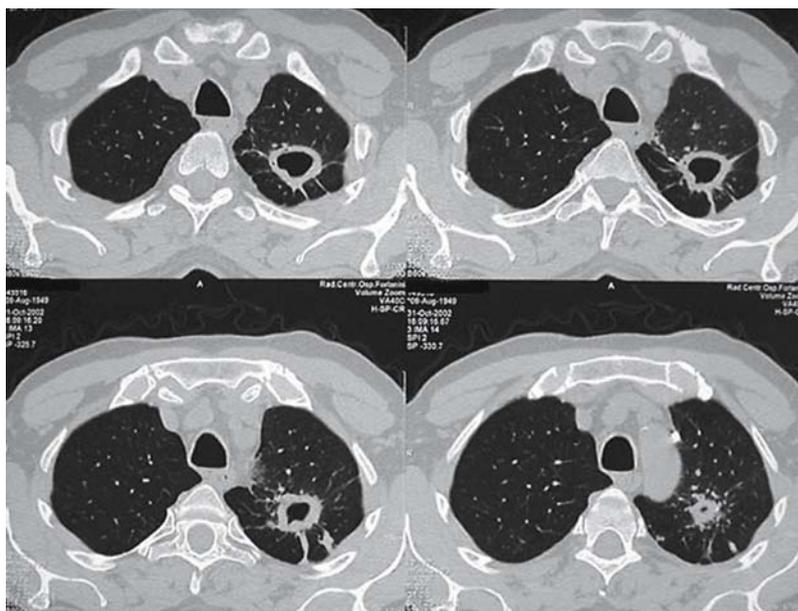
HRCT. Estesa area di consolidazione ampiamente scavata del lobo superiore di sinistra
